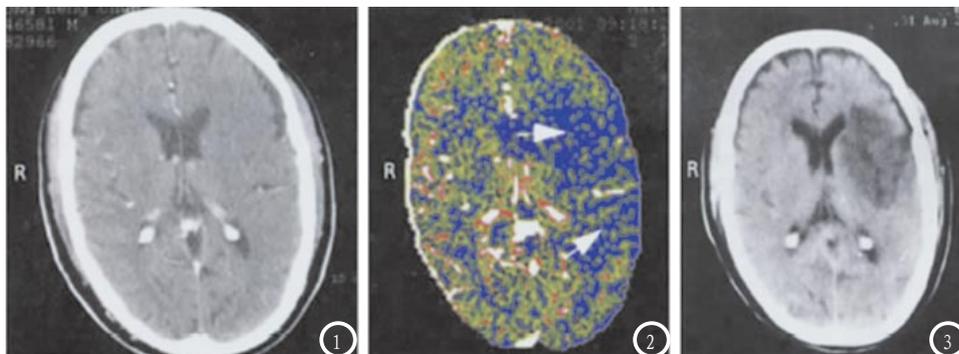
为正常CT平扫图片, 颅内未见明显异常密度影。图2为低剂量CT灌注成像图像, 见左侧左侧顶枕叶交界皮层下以及基底节区大片异常低灌注区(白箭头所指蓝色区域)。图3 左侧顶枕叶交界皮层下以及基底节区可见片状低密度影, 边界模糊。
